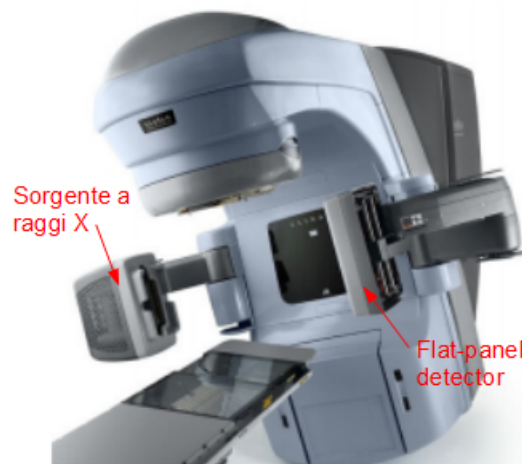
Sistema di acquisizione CBCT integrato all'acceleratore lineare nella sala di trattamento. Sono visibili il flat panel detector e la sorgente a raggi X.
